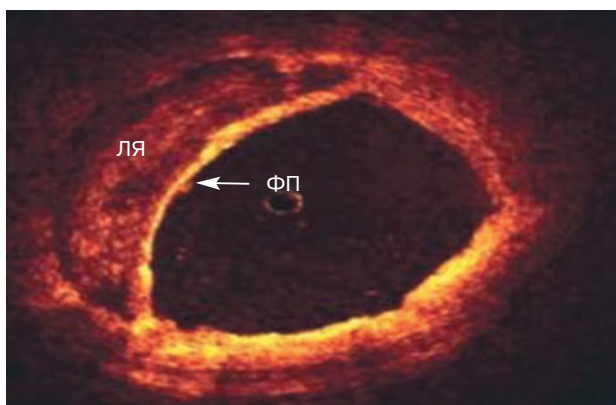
Оптическая когерентная томограмма фиброатеромы с тонкой капсулой (G. Rodríguez-Granillo, 2005; с изменениями).
